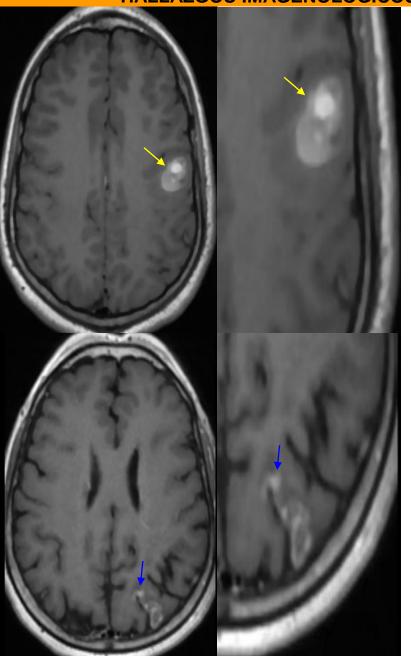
RMN. corte axial T1 con contraste muestra ev, imagen con realce nodular imagen. (flechas amarillas).
